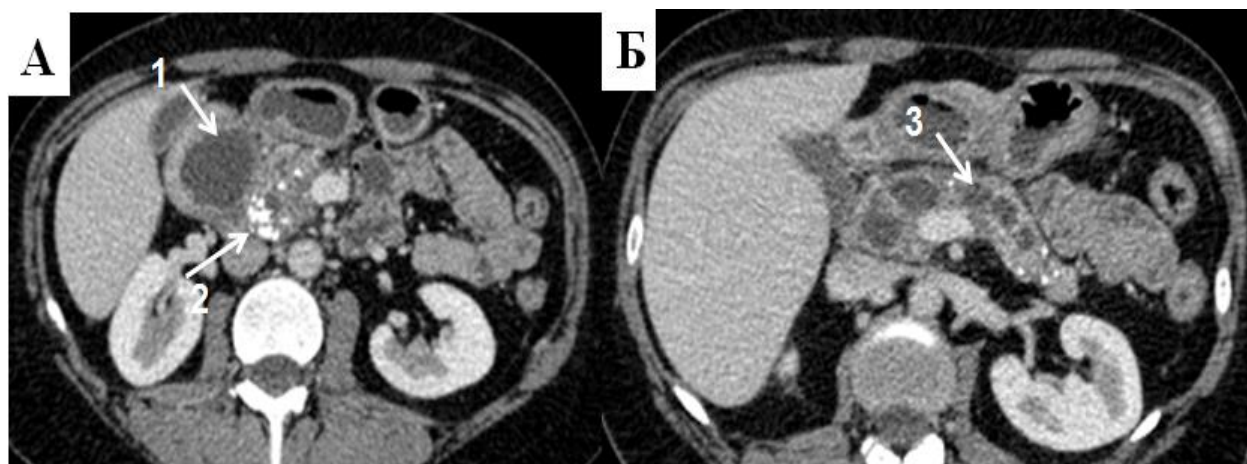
КТ, 1 – киста в стенке ДПК, 2- паренхиматозные кальцинаты в головке ПЖ, 3 – расширение панкреатического протока в виде «цепи озер»
